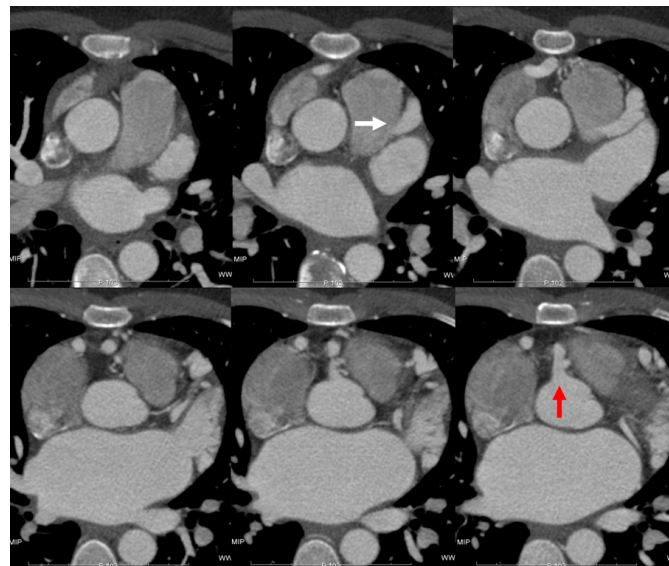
Imagens axiais padrão da tomografia computadorizada que demonstram facilmente as origens das coronárias. A coronária direita com origem no seio direito (seta vermelha) e a esquerda com origem na face lateral esquerda do tronco da artéria pulmonar (seta branca).
